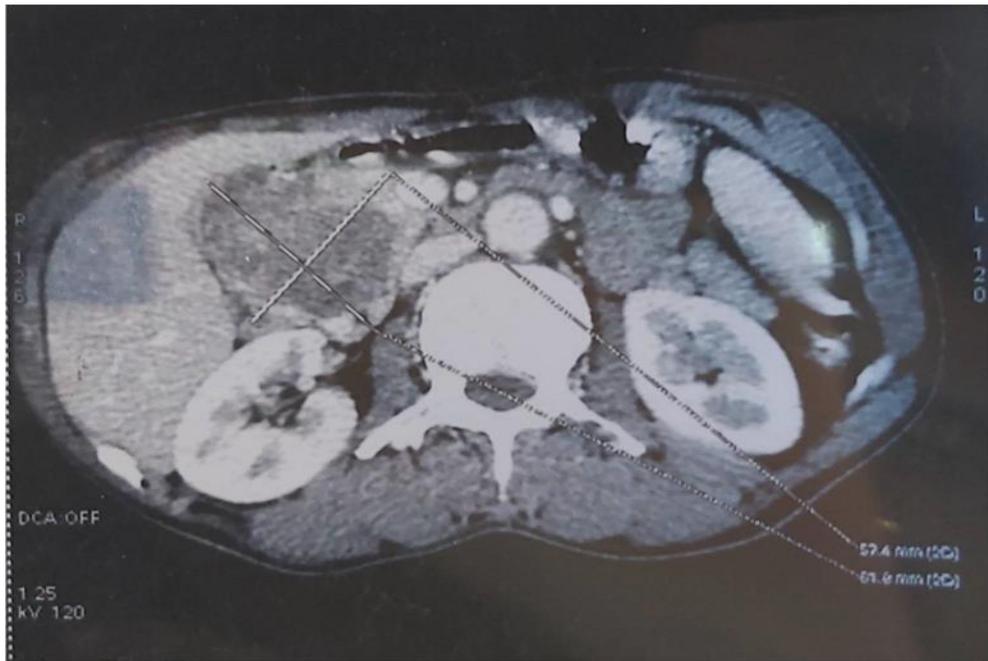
TDM : une coupe transversale montrant la lésion céphalique
